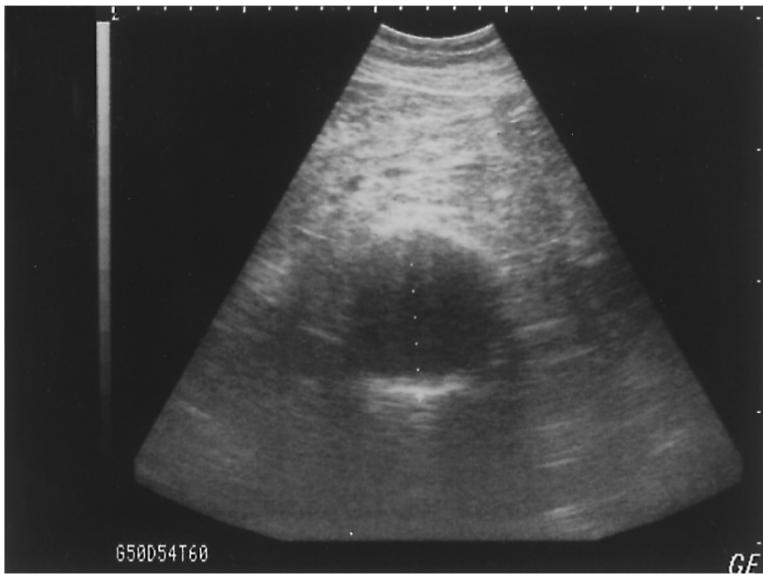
Imagen de ecografía a la cabecera del enfermo de un aneurisma de la aorta abdominal. Este aneurisma mide 6.5 cm.
